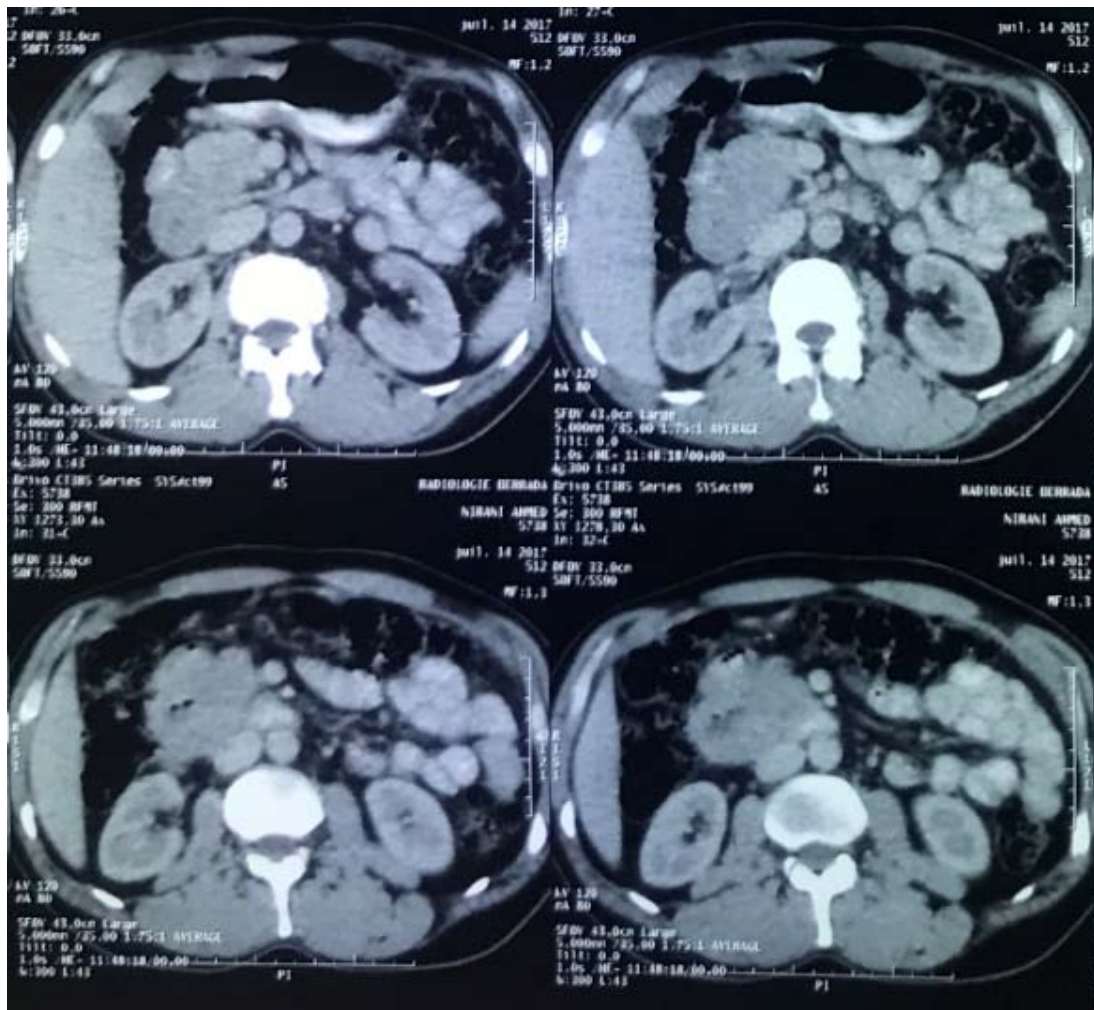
TDM abdominale montrant une masse pariétale du cadre duodénal à développement exophytique en rapport avec une GIST duodénale
